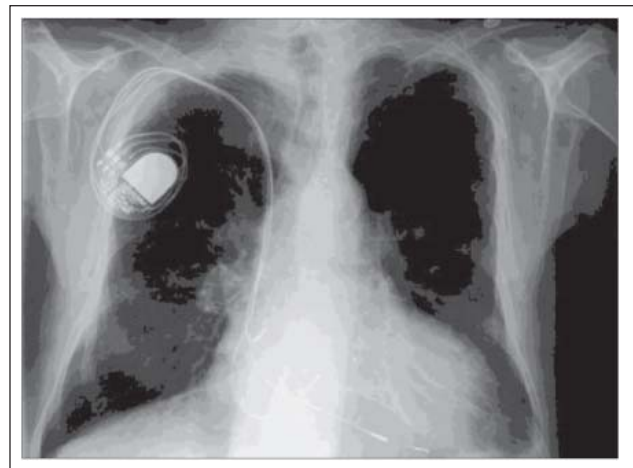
Biventrikulärer Schrittmacher im Thorax-Röntgen; auffällig ist, daß neben einer normalen Stimulationselektrode im rechten Vorhof und im rechten Ventrikel eine dritte Sonde über den Sinus coronarius an den linken Ventrikel herangeführt wird.
